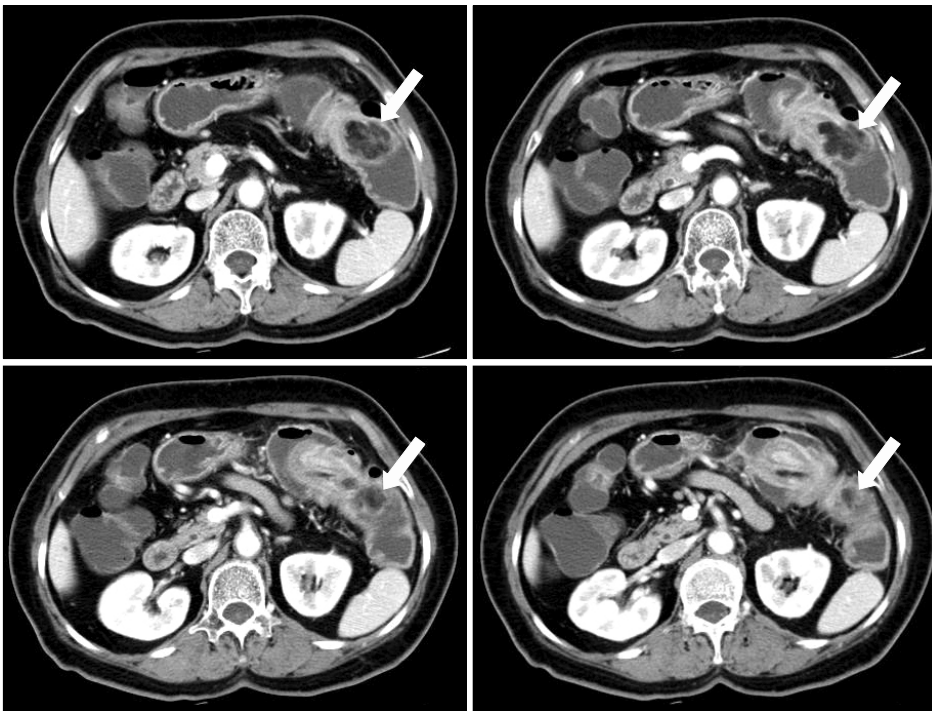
Abdominal CT showing a well-defined mass with low density (arrows) causing a colo-colic intussusception.
